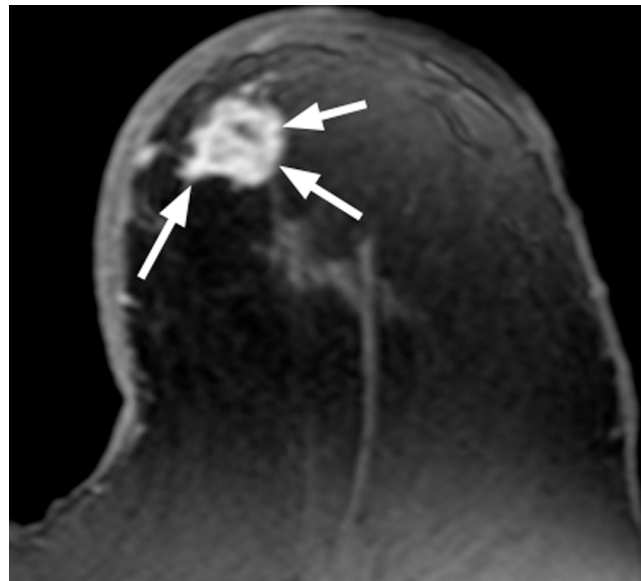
Mujer de 59 años que se palpa un nódulo en la mama izquierda. Biopsia guiada con ecografía y anatomía patológica de carcinoma ductal infiltrante. La RM preneoadyuvancia en secuencia T1-TEG con supresión grasa poscontraste evidencia el nódulo único con realce intenso en la fase arterial (flechas). RM: resonancia magnética; TEG: turbo eco de gradiente.
